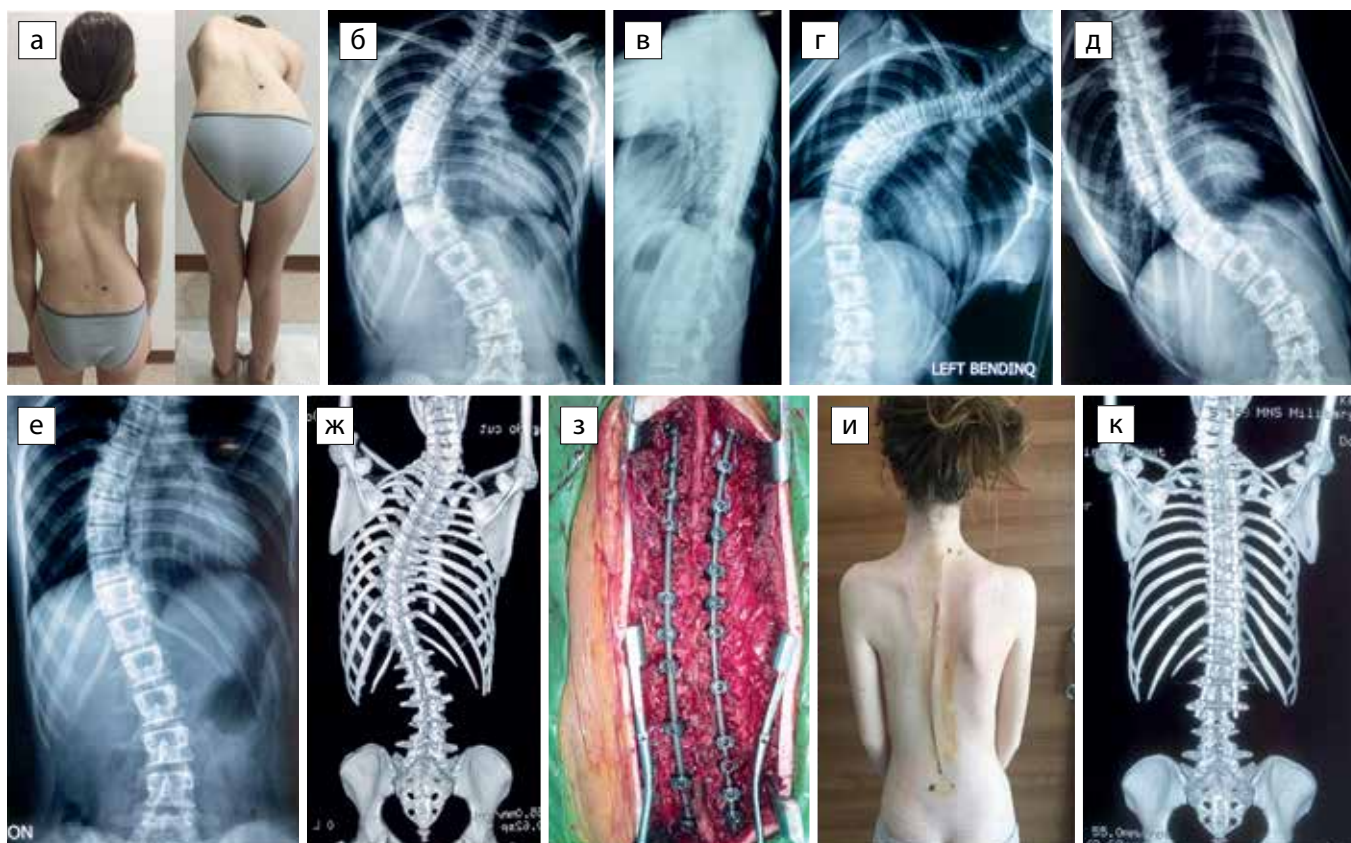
Пациентка, 14 лет. Идиопатический, прогрессирующий, правосторонний, грудной сколиоз IV степени (75 ° по Cobb). Задний правосторонний реберный горб. а – фото до операции; б – рентгенограмма позвоночника в прямой проекции; в – боковая проекция; г, д – bending test; е – тракционная рентгенограмма; ж – МСКТ-3D; з – фото во время операции; и – фото перед выпиской из стационара; к – МСКТ-3D (1 год после операции)
